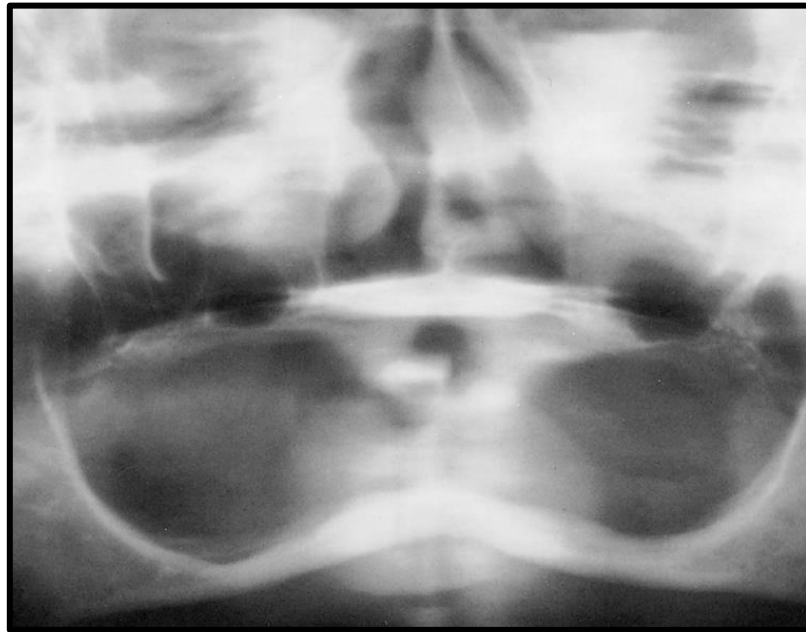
Radiografía que muestra unos rebordes alveolares maxilar y mandibular atrofiados. Se muestra la neumatización del seno maxilar. ⁽²²⁾
